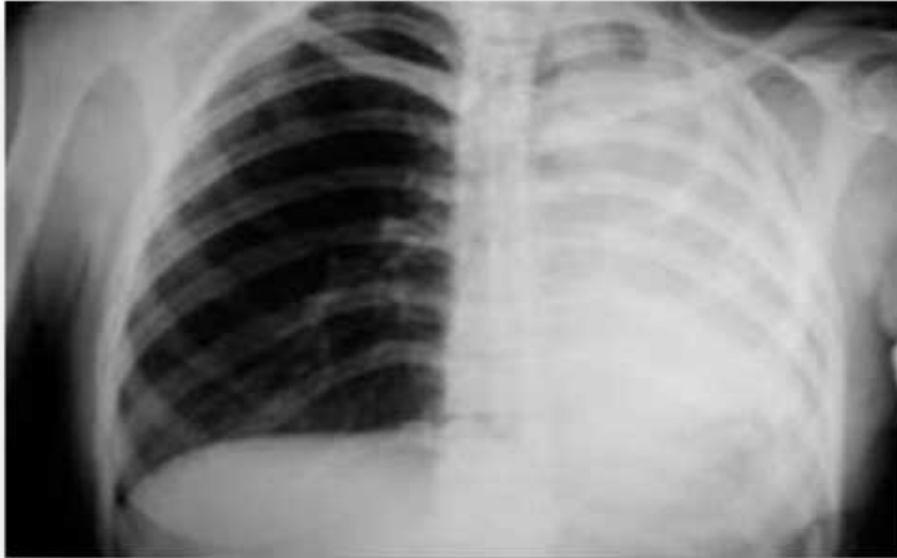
Radiografía de tórax antero-posterior (hemorragia pulmonar) que muestra hemotórax masivo en campo pulmonar izquierdo.
